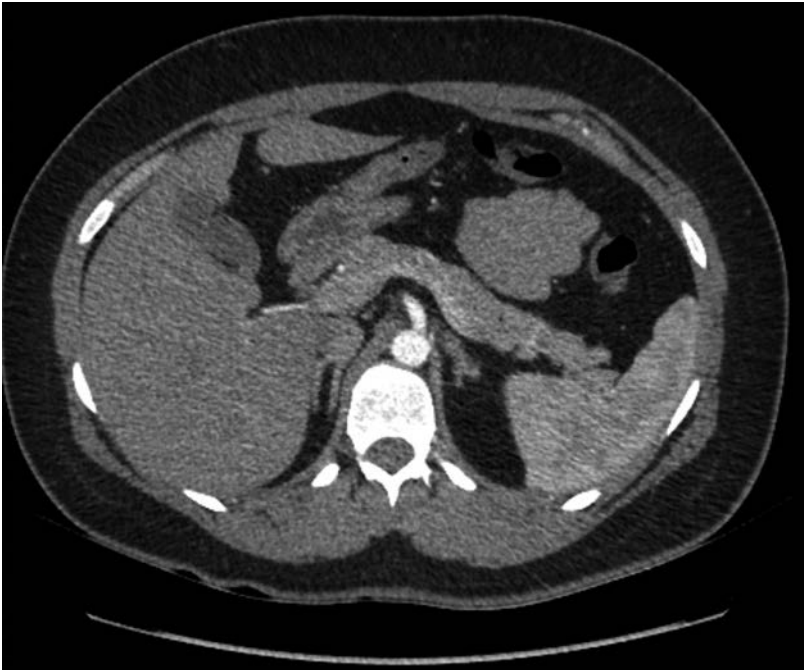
CT-Abdomen mit Kontrastmittel, vier Monate nach Nebennierenblutung links.
